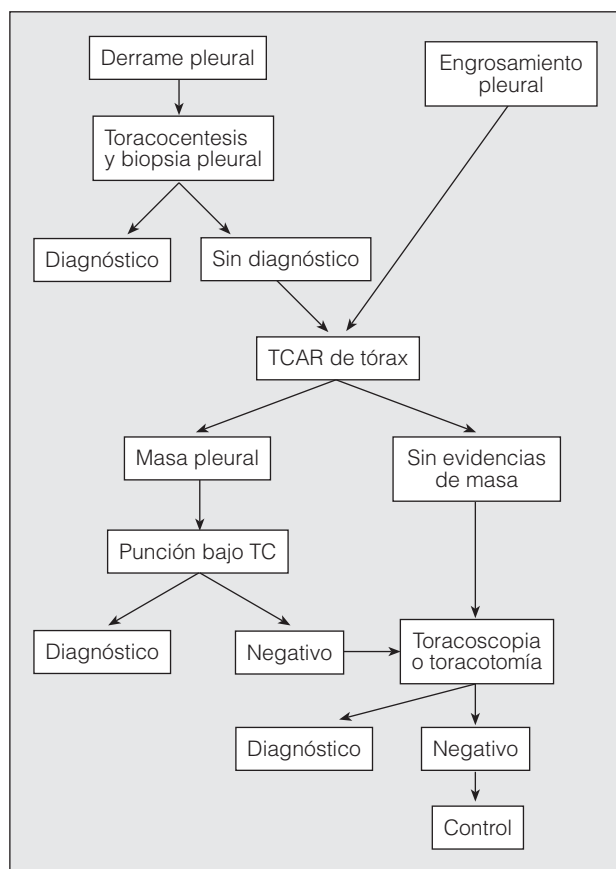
Actitud diagnóstica ante la sospecha de mesotelioma. TC: tomografía computarizada; TCAR: TC de alta resolución.
